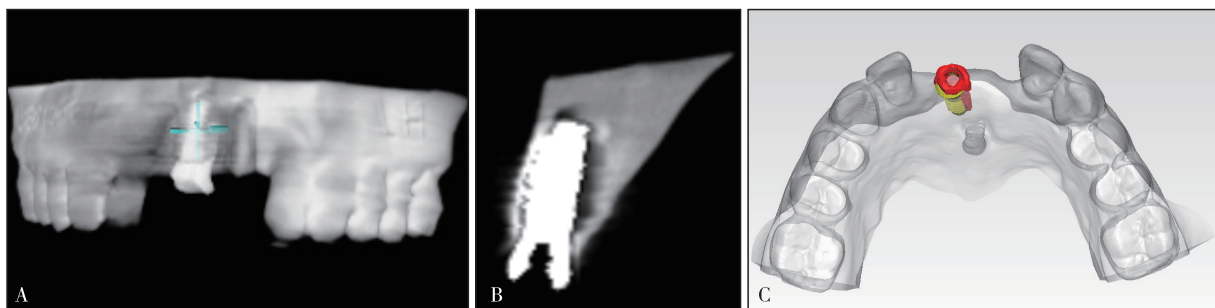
导板辅助种植术后CBCT(A、B)和术前规划与术后实际种植体配准(C)
